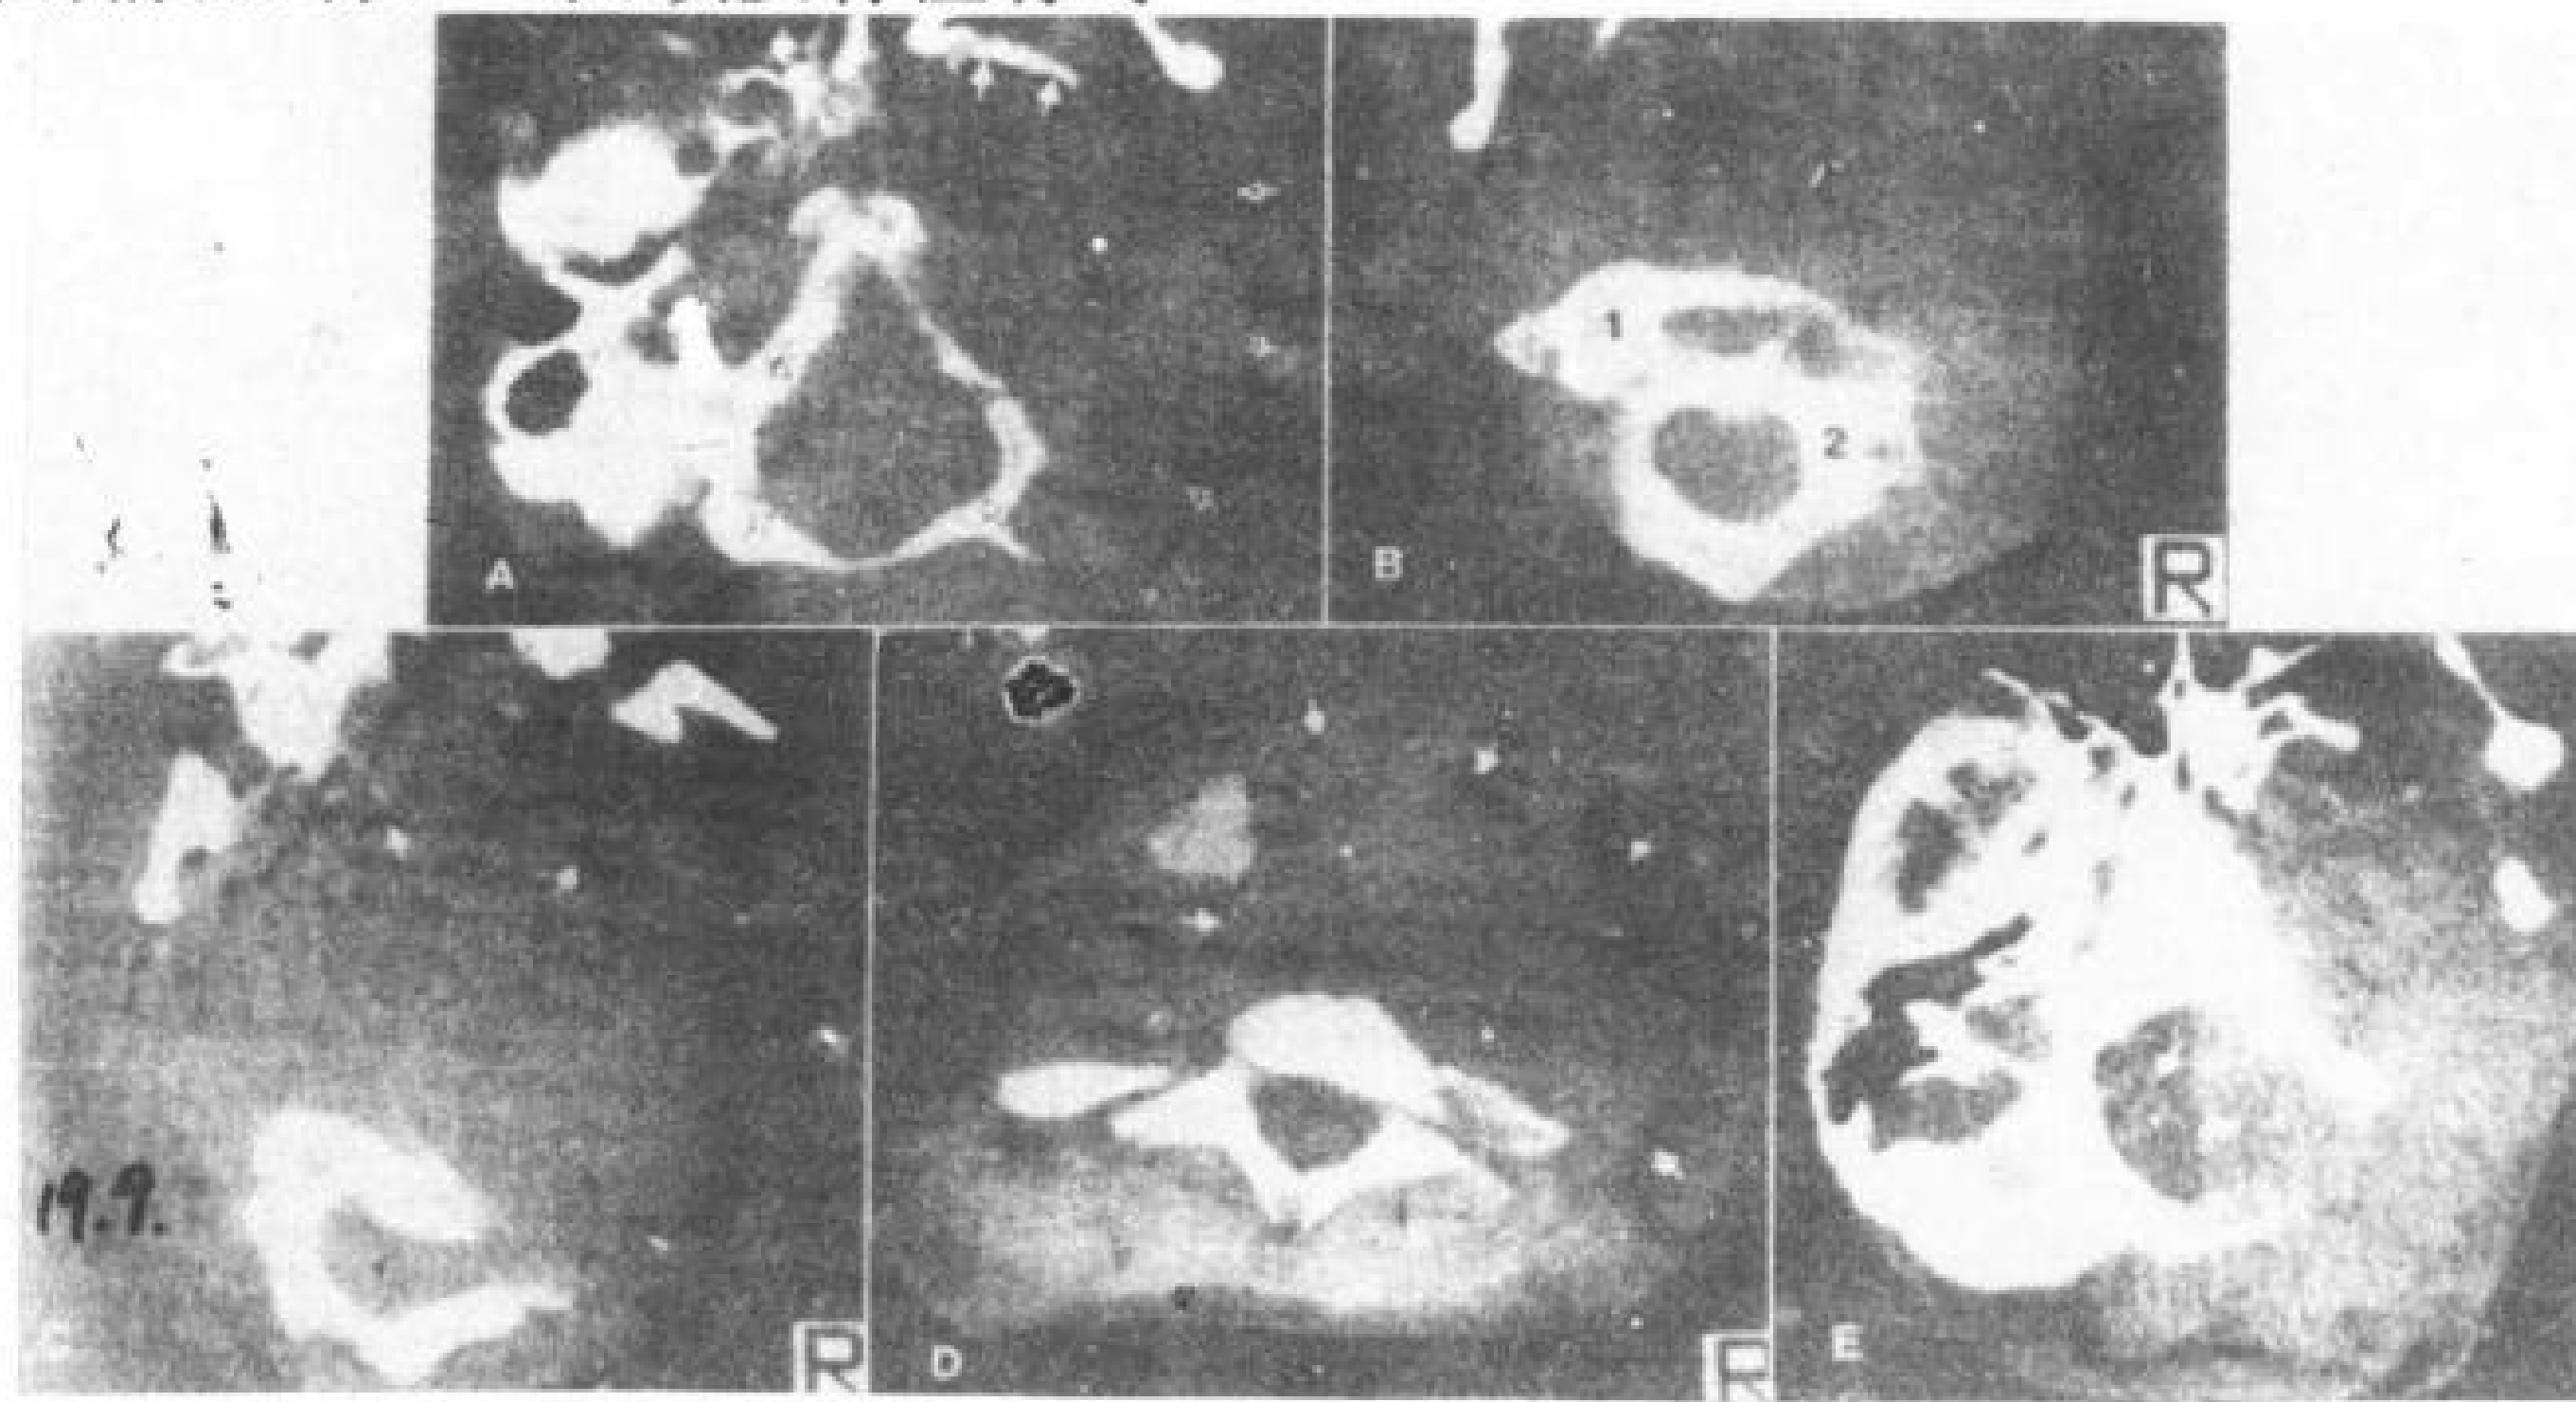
丛状神经纤维瘤。13岁男孩，患神经纤维瘤病。A~D为CT平扫。
